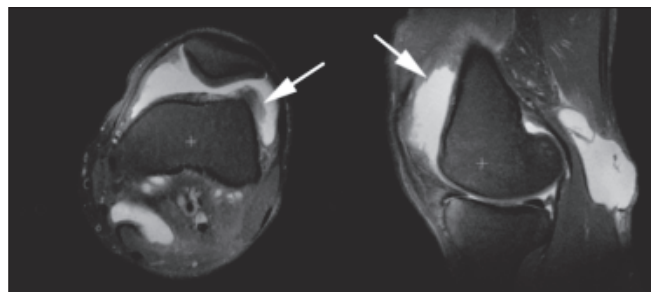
МРТ левого коленного сустава. Определяется большое количество свободной жидкости в боковых и верхнепереднем заворотах сустава. Крупная киста Бейкера в проекции подколенной ямки. Гипертрофия синовиальной оболочки сустава (стрелки). Внутрикостные структурные изменения в бедренной и большеберцовых костях отсутствуют
